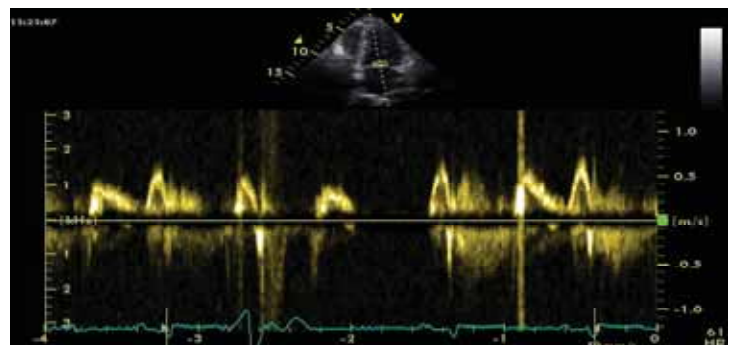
Doppler spectral transmitral în extrasistolia ventriculară. Se observă păstrarea modelului tip relaxare întârziată în pauza postextrasistolică.
